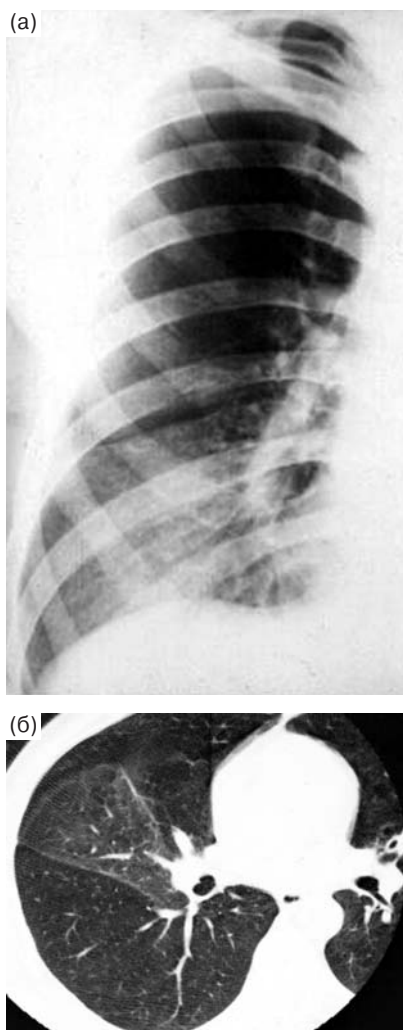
Правосторонняя среднедолевая пневмония. Фрагмент рентгенограммы грудной полости (а) и компьютерная томограмма правого легкого (б) на уровне средней доли. Интерстициальная пневмония: однородная структура инфильтрации, уплотнение легочной ткани по типу “матового стекла”, видимость в зоне инфильтрации просветов бронхов и сосудистого рисунка. Изменения ограничены пределами средней доли.
